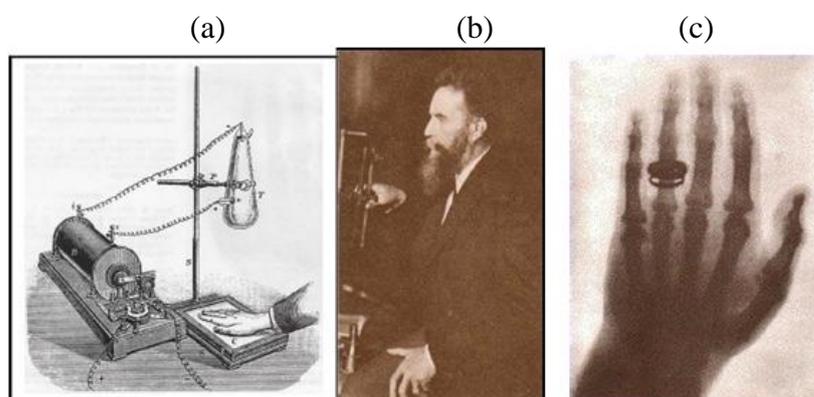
Aparelho pioneiro elaborado por W.C. Roentgen.
